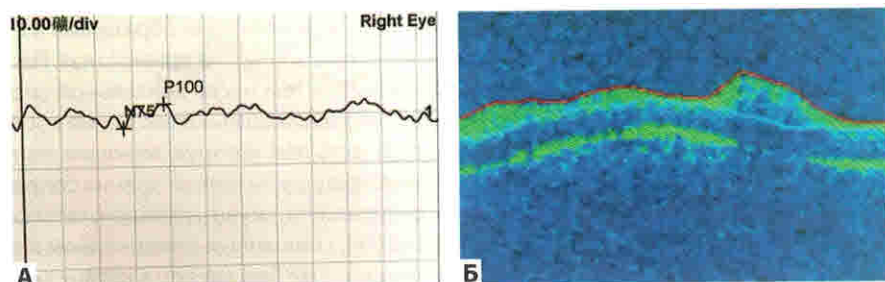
А. Вызванный зрительный потенциал, пролонгированная волна P<sub>100</sub> правого глаза. Б. Оптическая когерентная томография, утолщенный диск зрительного нерва с нормальной макулой
